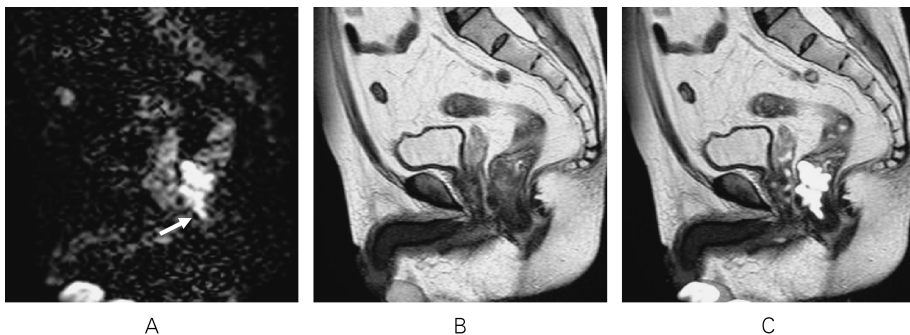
A 53-year-old male with rectal cancer in the lower third of the rectum to the anal canal is shown. DWI clearly depicts the tumor extent to the anal canal (arrow) (A). It is indispensable to grasping the tumor extent to the anal canal when the anal canal preserving operation is selected; however, it is often difficult only with using T₂-TSE (B). DWI and fusion image make this procedure easier.
